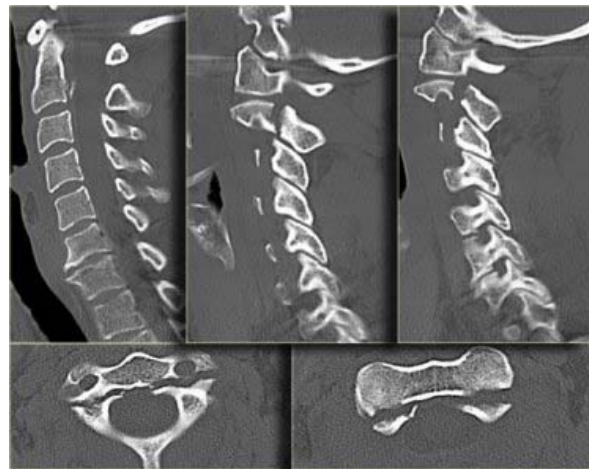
aspecte CT in fractura corp vertebral C2 - reconstrucții sagitale și secvențe axiale
